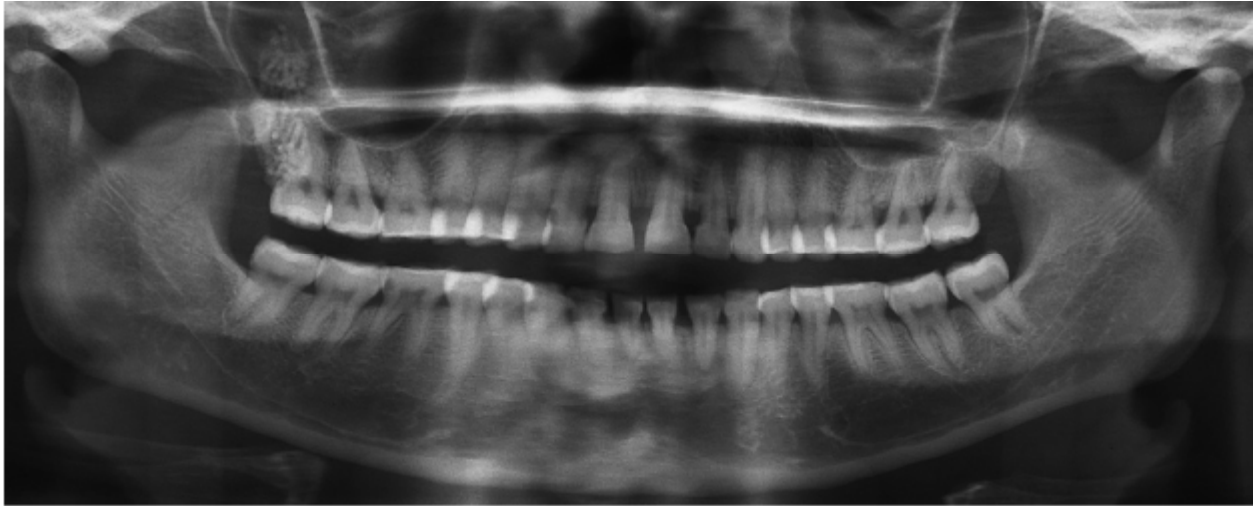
Orthopantomogram showing a lesion composed of many calcifications above the right third maxillary molar.
